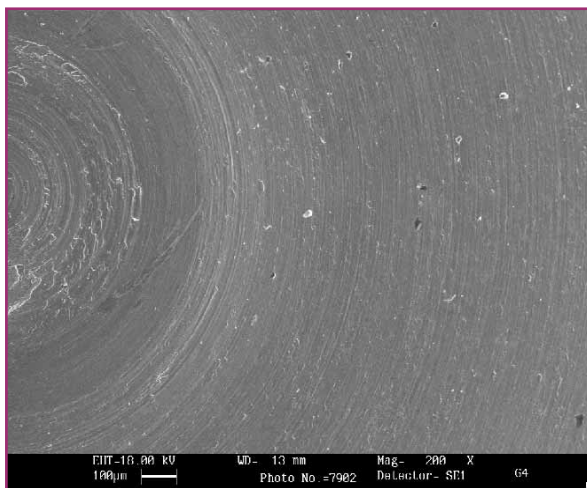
G4CT, Diodo 2W in CW 15 sec. a contatto senza acqua SEM: 200x.
